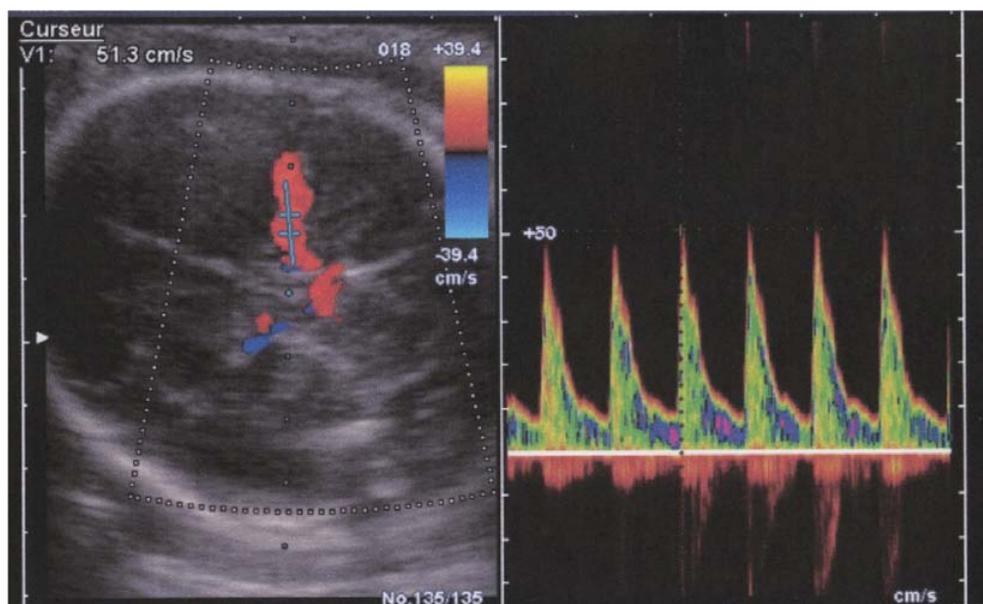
Mode de mesure du pic systolique de vitesse dans l'artère cérébrale moyenne. Axe de tir Doppler bien dans l'axe du vaisseau, mesure dans le tiers proximal/tiers moyen de l'artère, absence d'utilisation de la molette de correction d'angle, pas de pression sur la tête fœtale
